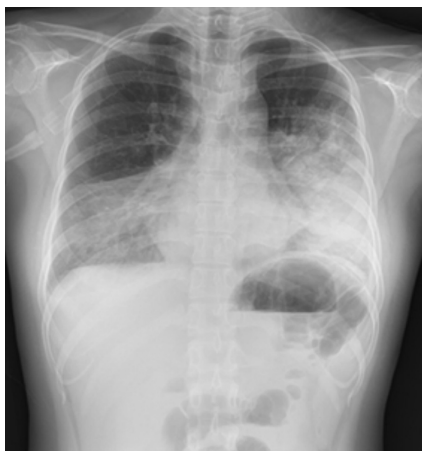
The initial chest radiograph shows patchy consolidation in both lower lung fields.
